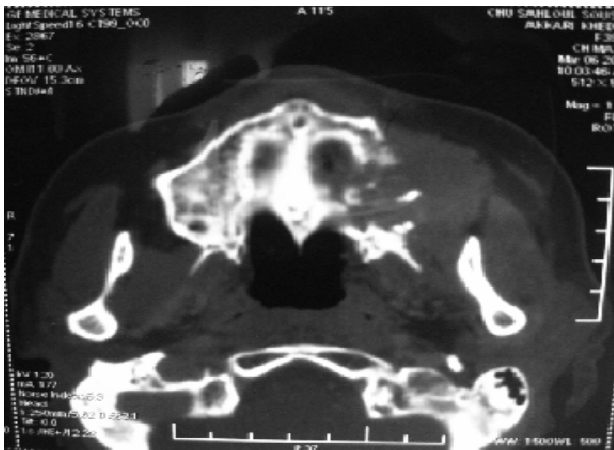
CT scan: osteolytic lesion of tissular density
